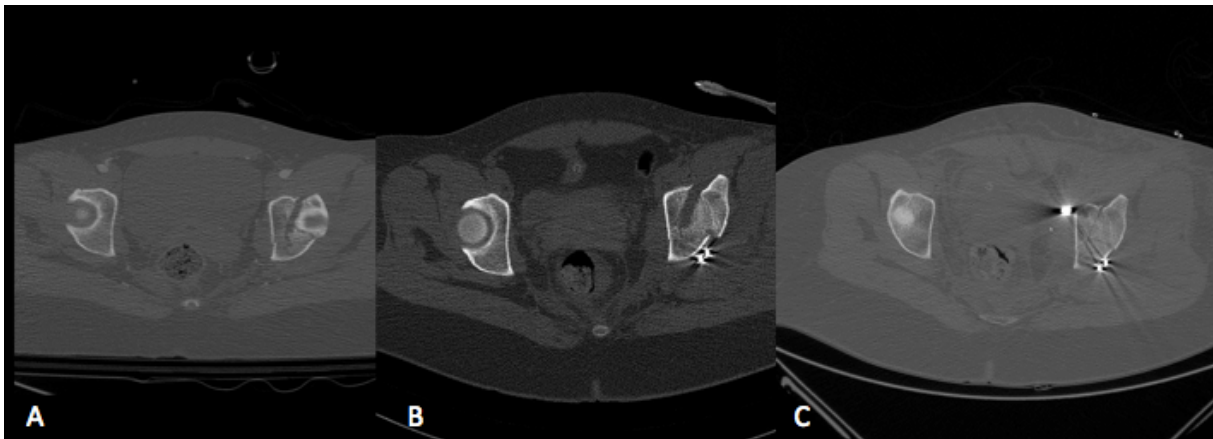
Case 2, pre-operative CT axial view(A), post-operative CT axial view after first surgery (B), post-operative CT axial view after second surgery (C).
